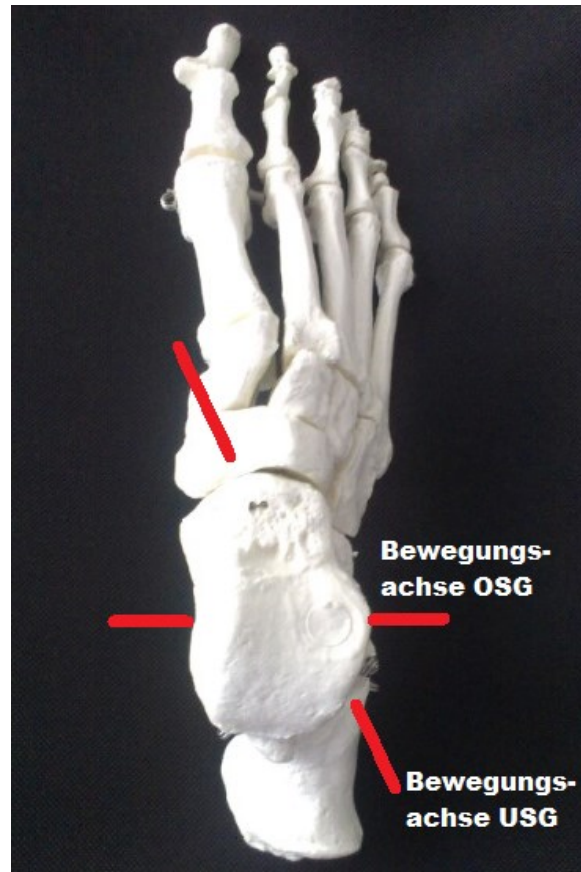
Verlauf der Bewegungsachsen des OSG und des USG von kranial (a) und dorsal (b). Die Bewegungsachsen stehen nicht senkrecht aufeinander [7]. Modifiziert nach Prometheus Lernatlas der Anatomie (2011) [89]
